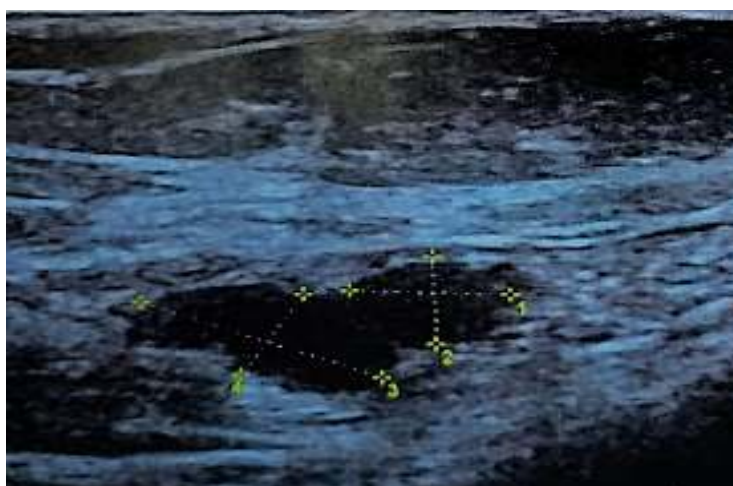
Image échographique montrant le nodule gauche
